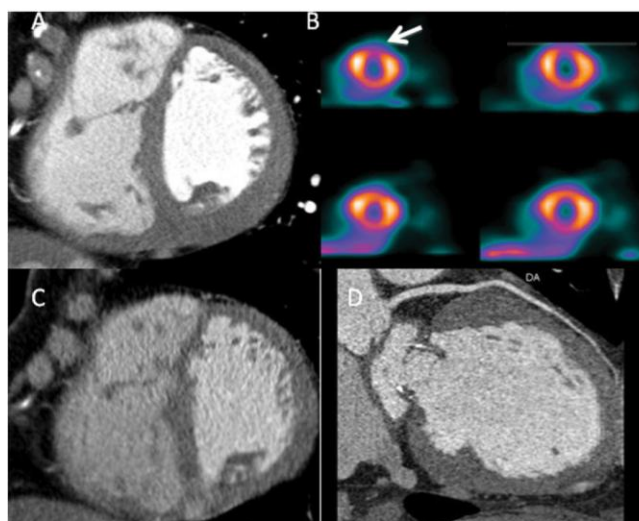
Single-photon emission CT-by-CTP correlation shows false-positive anterior single-photon emission computed tomogram (B) and CTP images at rest (C) and stress (A) and normal left anterior descending coronary artery on curved reformatted image by computed tomography (D). The arrow in (B) indicates mild anterior myocardial perfusion defect.
